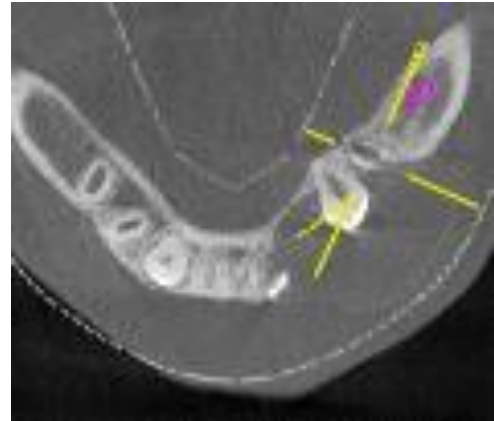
CBCT : Coupe axiale
